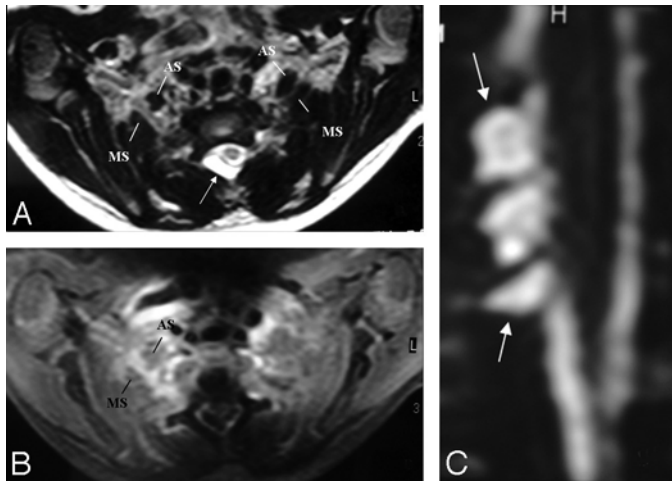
A and B, There is asymmetric thickening, T2 hyperintensity, and contrast enhancement of the right BPL compared with that of the left side, better seen between the anterior and middle scalene muscles. The pseudomeningocele is noted at the right posterolateral aspect of the central canal on axial T2-weighted TSE image (arrow, A). C, However, a coronal reformatted image from MR myelography shows the roots intact within the pseudomeningocele sac (arrows), suggesting only a traction injury. There is neither asymmetric enhancement nor T2 signal-intensity change of the BPL-innervated muscles or paraspinal muscles to support preganglionic injury.
